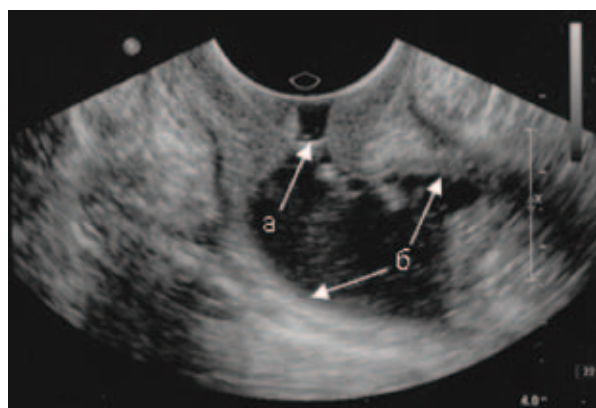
ТРУЗИ. Анальный канал и нижнеампулярный отдел в норме. а – анальный канал; б – нижнеампулярный отдел, заполненный жидкостью
